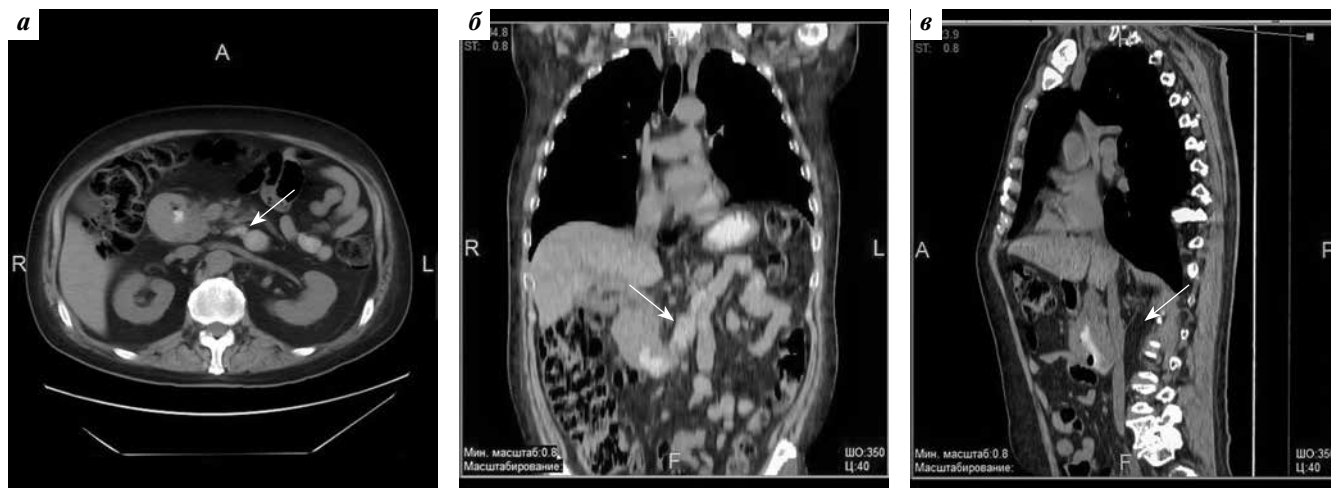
Компьютерная томография органов брюшной полости. В аксиальном срезе (а), коронарной (б) и сагиттальной (в) реконструкциях визуализируется сужение просвета и утолщение стенок двенадцатиперстной кишки на всем протяжении нисходящего отдела (стрелка)
